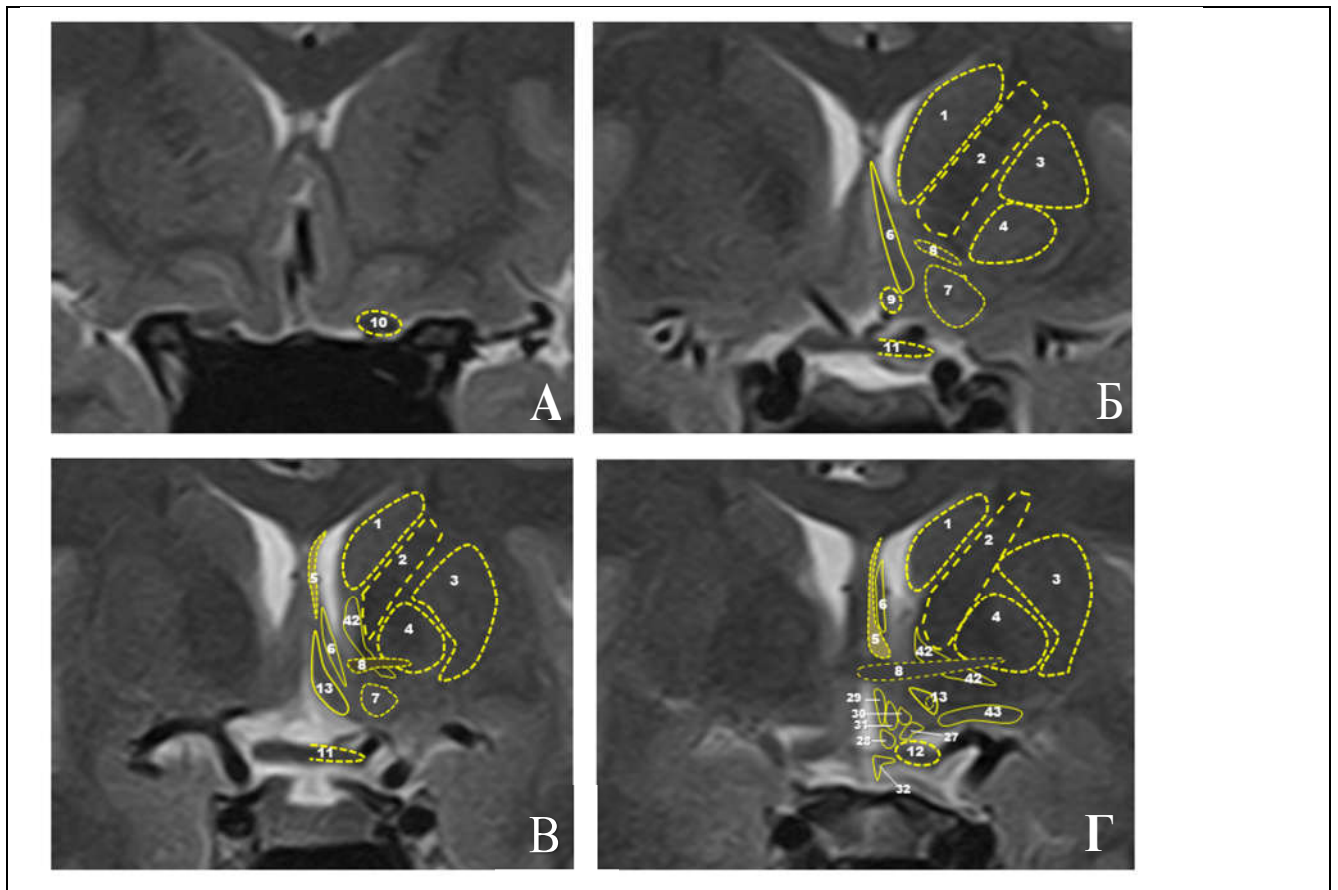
Примерное взаиморасположение ядер гипоталамуса и подкорковых структур на магниторезонансных томограммах. Изображение из работы Кутина М.А. [30]
